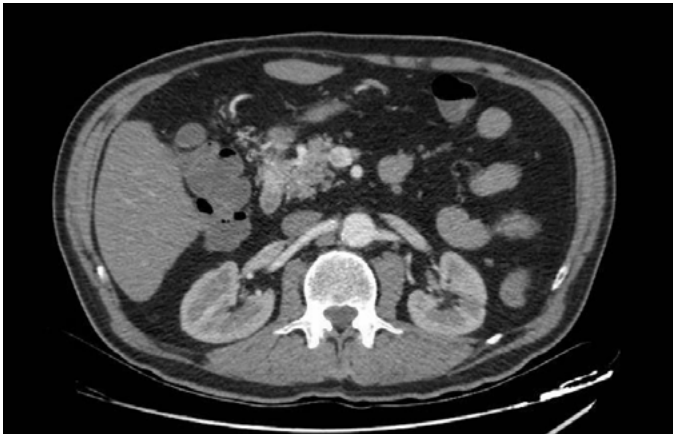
Angio-TAC. Malformación arteriovenosa de la arteria gastroduodenal.
